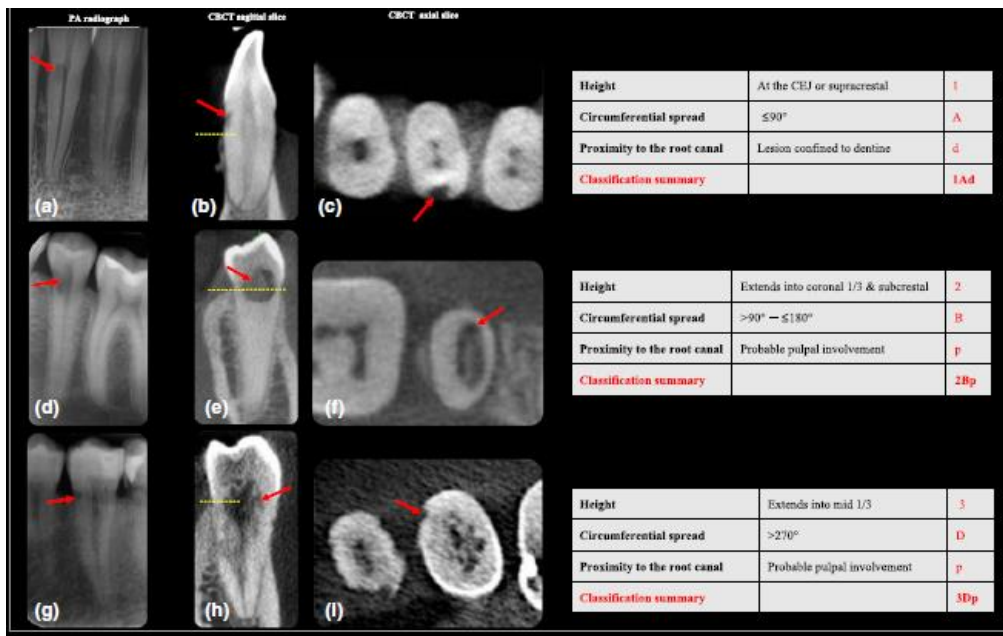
(c) Clasificación 3D; la lesión de ECR (flecha roja) y el nivel de cresta ósea (línea punteada amarilla). (a) PR del diente 31, (b – c) corte sagital y axial de CBCT que muestran los diámetros máximos de la lesión. Esta lesión ECR se puede clasificar en tamaño 1Ad (d) PR del diente 35, (e – f) CBCT corte sagital y axial. Esta lesión de ECR se puede clasificar en tamaño 2Bp (g) PR del diente 35 (h – i) CBCT sagital e axial. Esta lesión ECR se puede clasificar en tamaño 3Dp.
